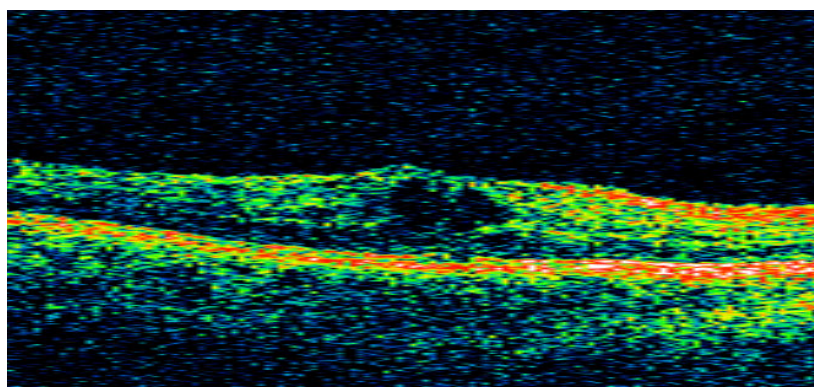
Томограмма кистовидного отека макулярной зоны
